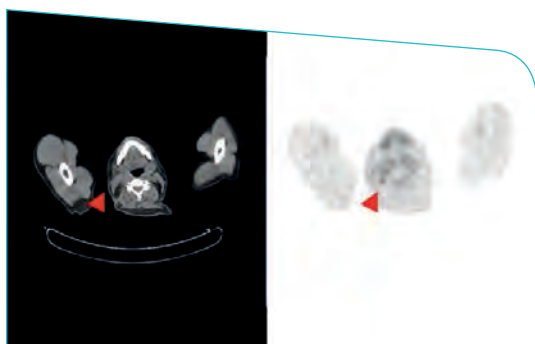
Estudio PET/TC al diagnóstico del TOD. Presentaba adenopatías cervicales derechas (niveles II y V) y ganglio axilar derecho, de hasta 2,1 cm de diámetro, SUV máx 2,3, sin hallazgos sugestivos de neoplasia primaria
